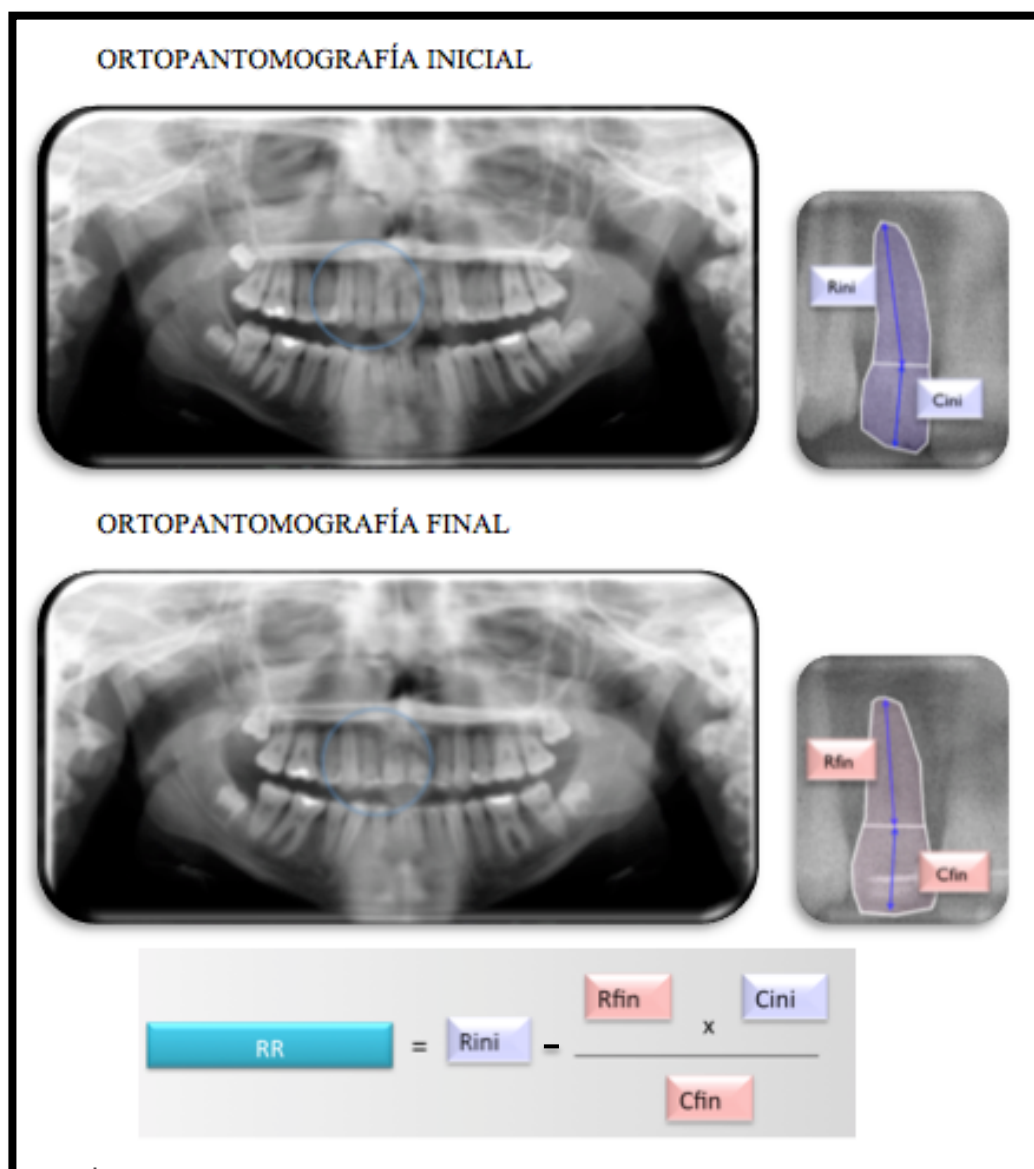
Ortopantomografía inicial y final. Fórmula aplicada.
